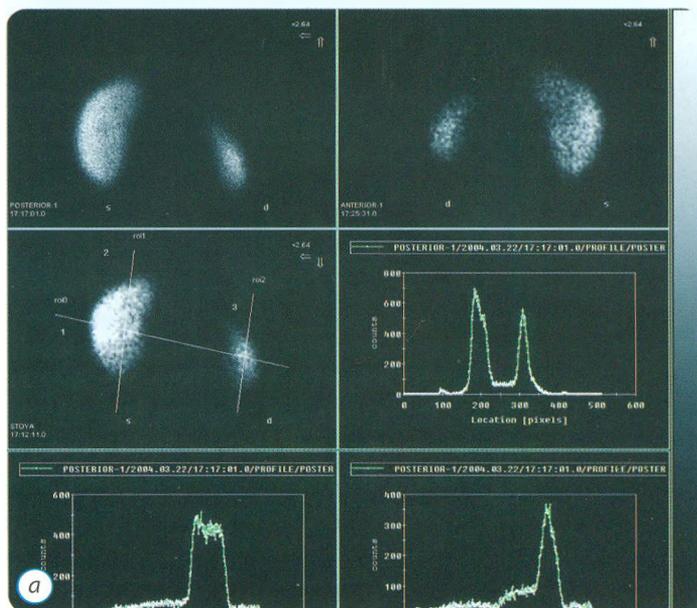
Сцинтиграмма ребенка с гипоплазией правой почки (а–в). Пояснение в тексте
